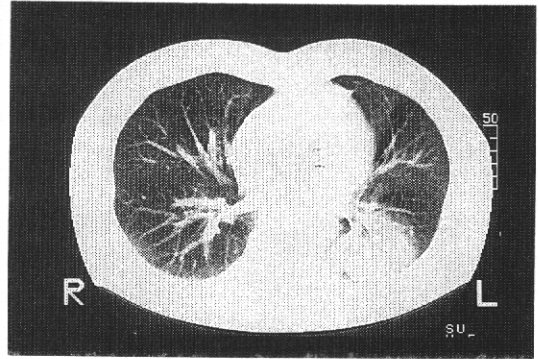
(症例1)胸部CT；左S<sup>6</sup>に air-bronchogram を伴った浸潤影を認める。
